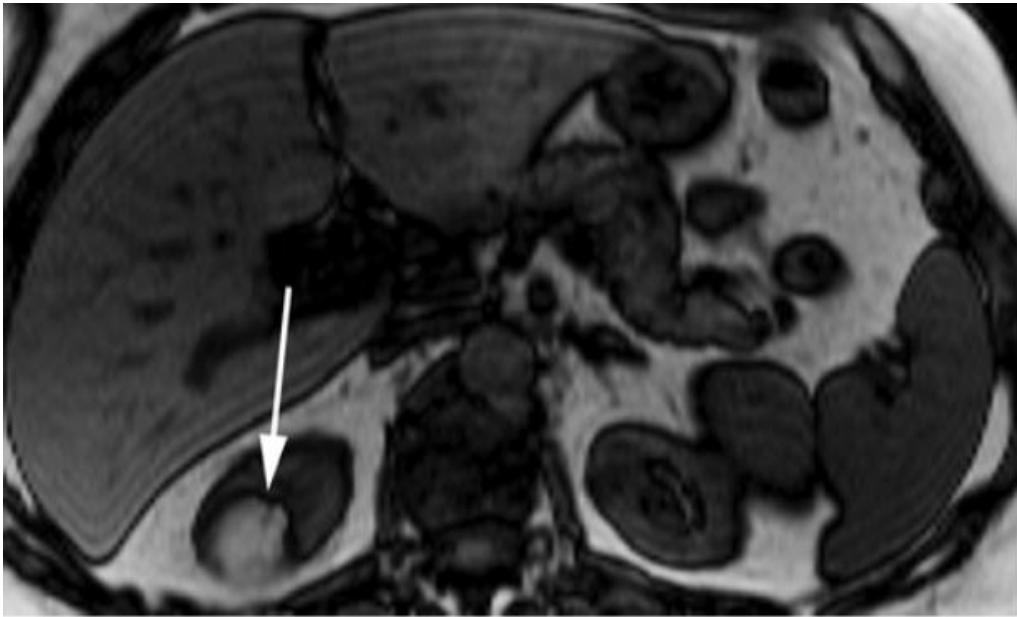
IRM abdominale en coupe axiale pondérée en T1 montrant une masse hyperintense en pole supérieur du rein droit conforme avec un AML
